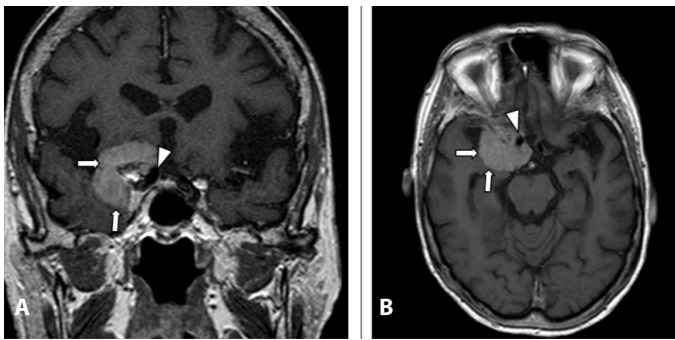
(A) Corte coronal en T1 con contraste. (B) Corte axial en T1 con contraste. Las imágenes de RM cerebral en T1 postcontraste muestran una lesión expansiva extra-axial homogénea y centrada en la clinoides anterior derecha (flechas blancas). Presenta una porción quística más lateral y un realce intenso. Esta lesión comprime el quiasma y engloba la carótida interna derecha (punta de flecha).
